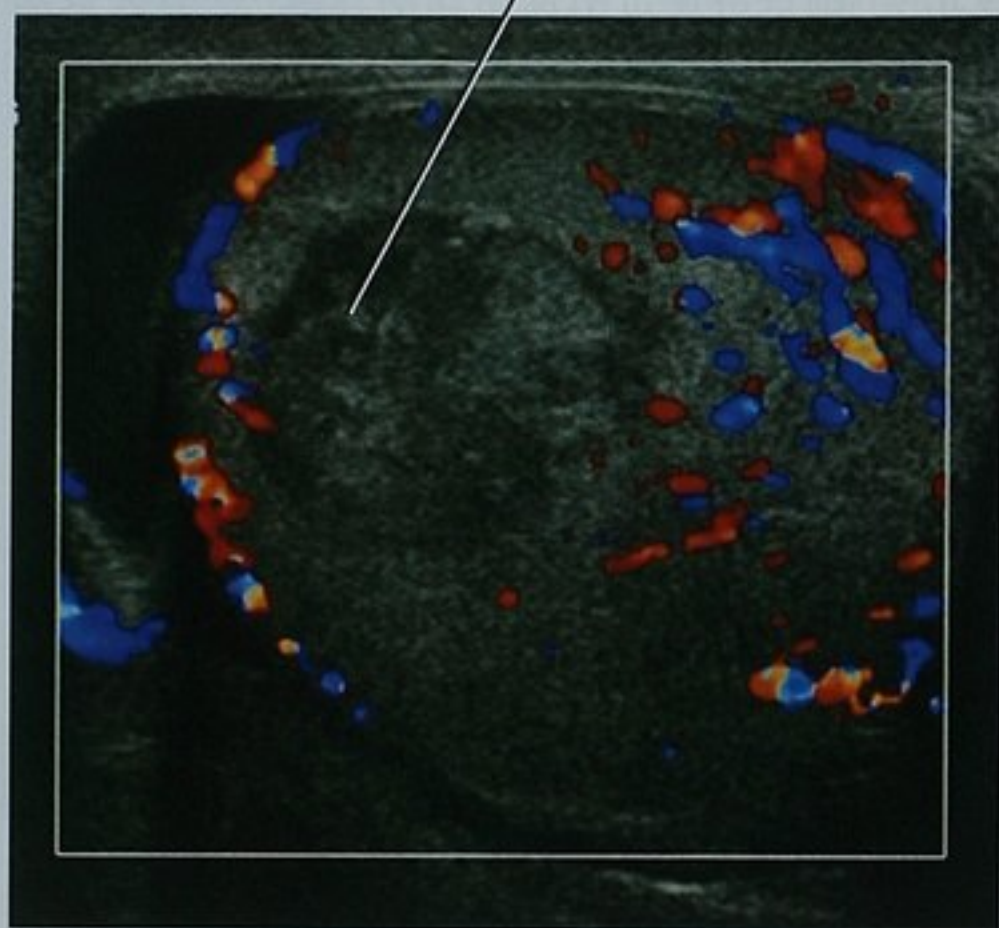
睾丸脓肿。严重睾丸疼痛患者的彩色多普勒超声图像显示了一个回声不均匀病灶,其内缺乏彩色血流,手术证实为大肠埃希菌性脓肿。结合病灶内缺乏彩色血流和临床表现,有助于脓肿与睾丸癌的鉴别
